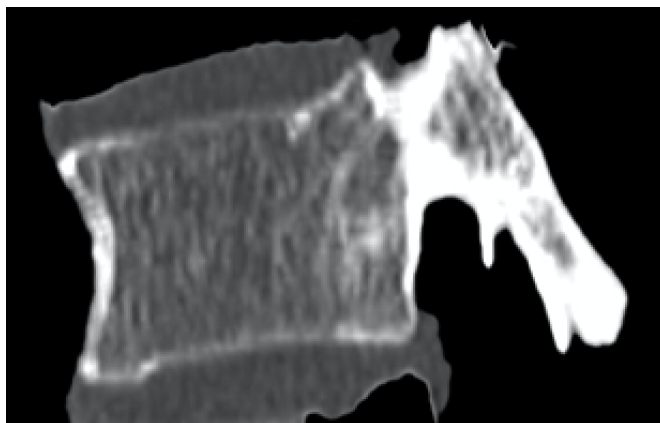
Sagittales Bild einer Computertomographie bei einem Wirbelkörper mit normaler Knochendichte
